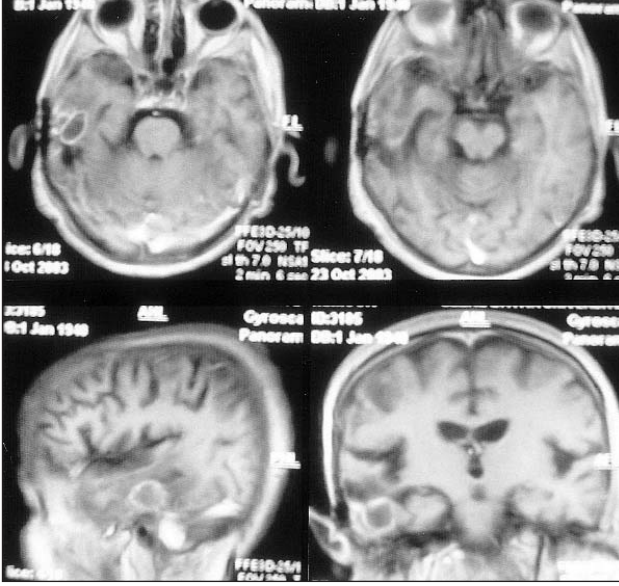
Postoperatif 6. ayda MRG'de sağ temporal nüks kitle izlenmektedir.
